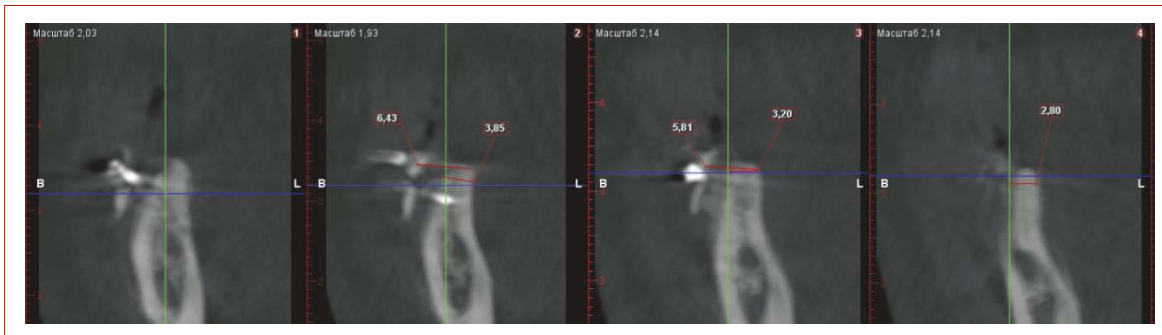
Серия КТ у пациента четвертой группы наблюдения в области от 4.6 до 4.7
